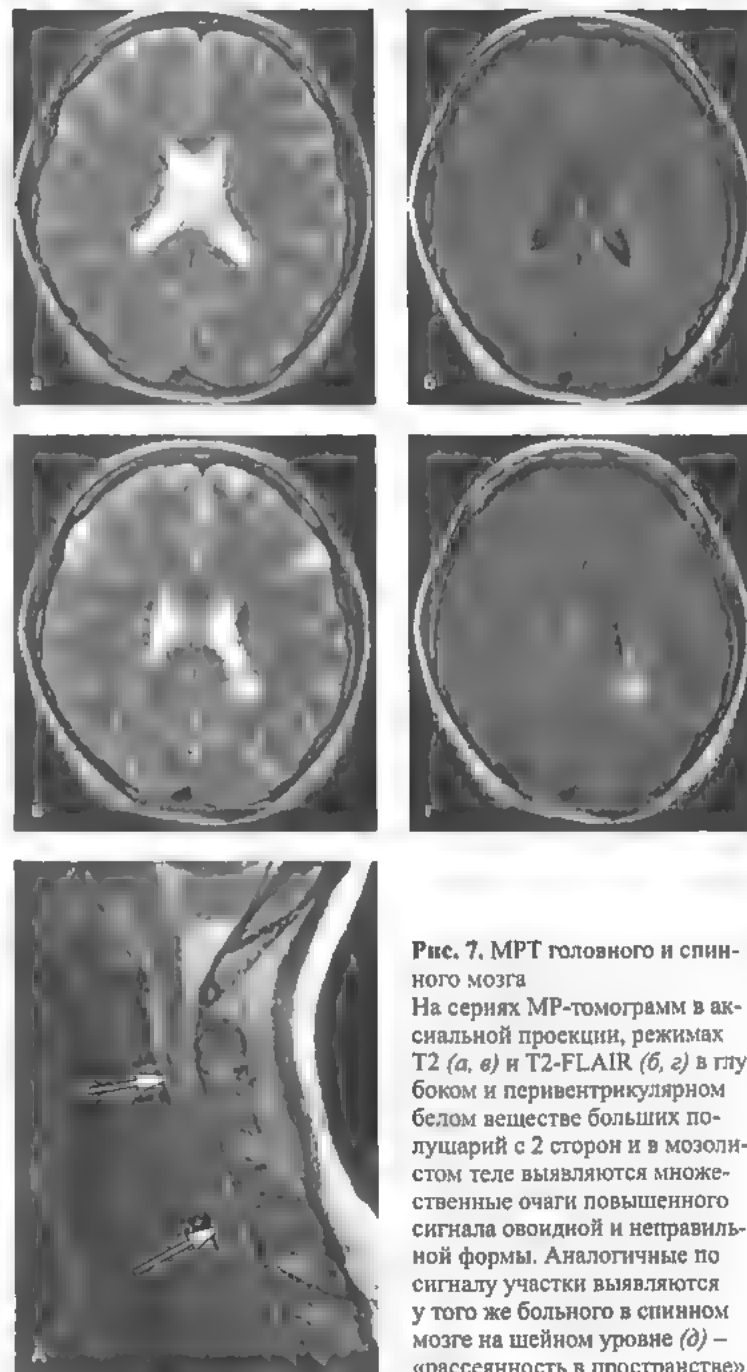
МРТ головного и спинного мозга
